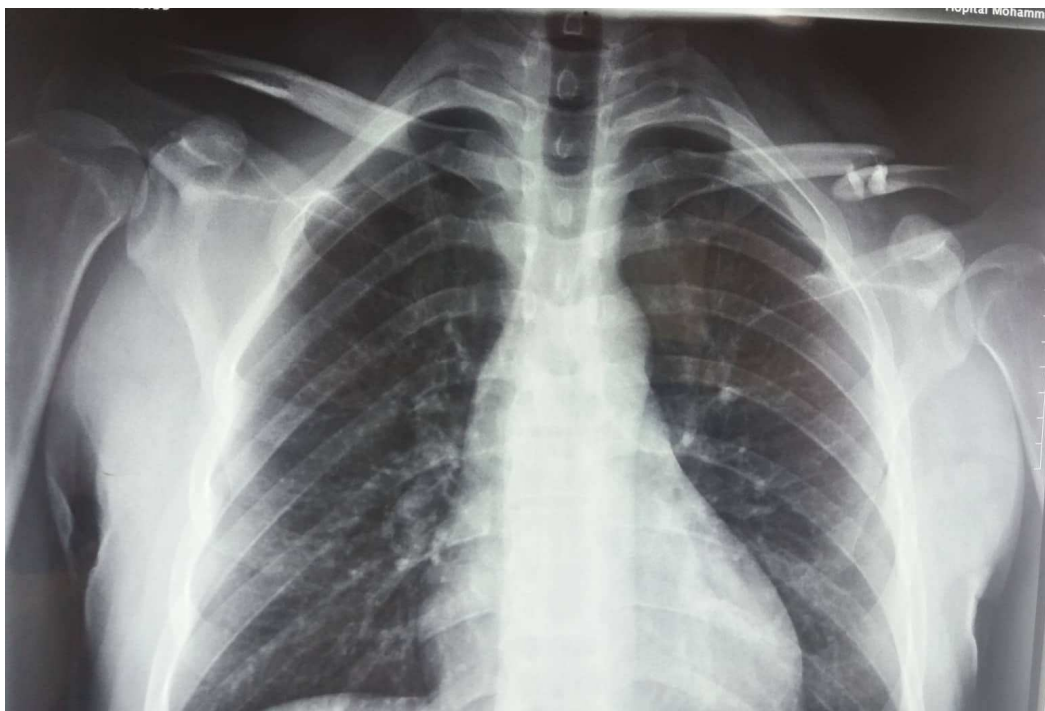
Image radiographique de face d'une fracture type IIB1 selon la classification d'Edinburgh.
